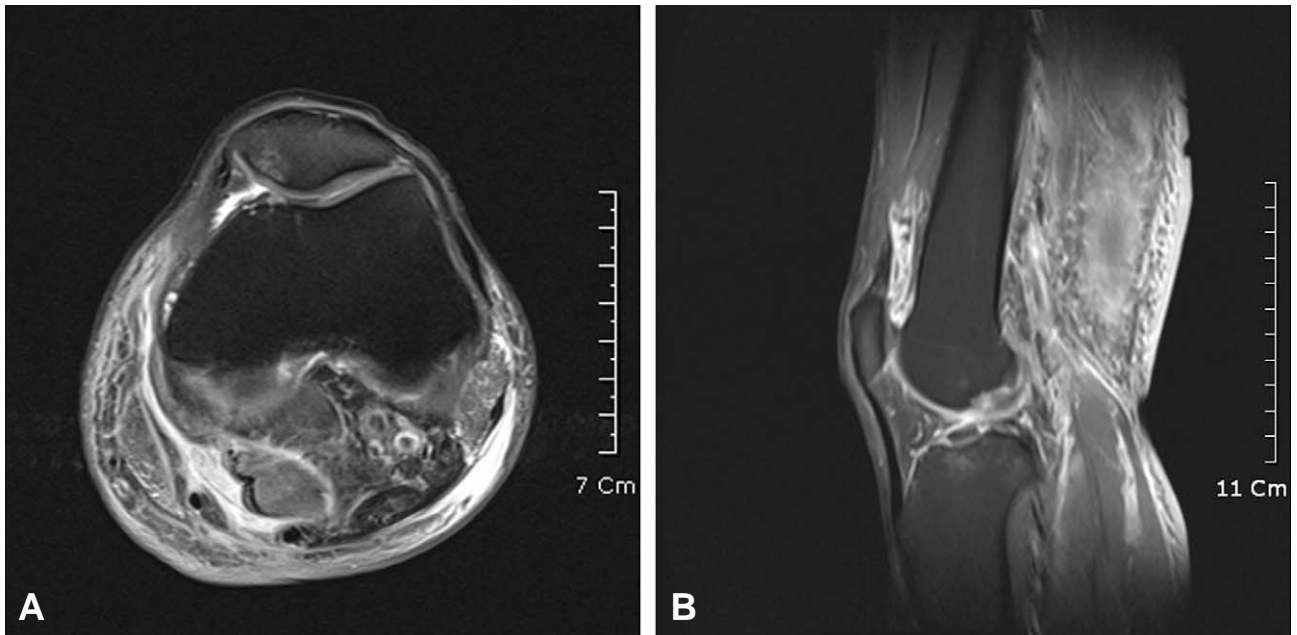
(A, B) Preoperative MRI shows widely spread high and heterogenous signal intensity areas from the posterior aspect of middle one-thirds of left thigh to the popliteal fossa between the muscles and tendons without bone and joint involvement.
